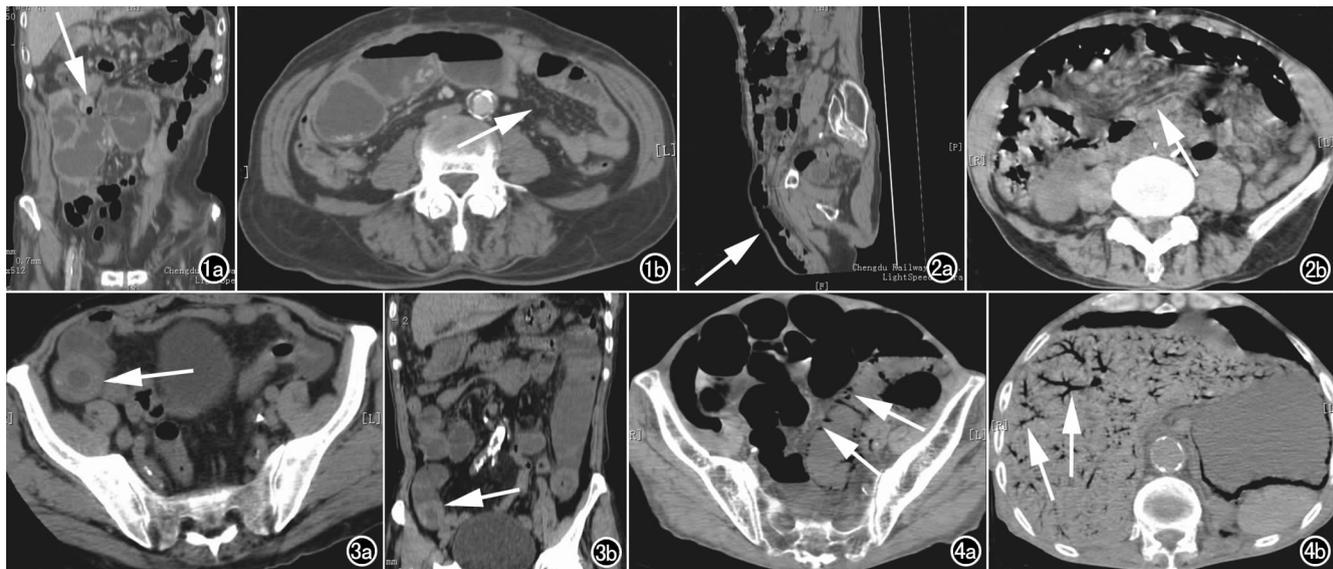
a) 闭袢性肠梗阻, MPR 显示呈 U 形的扩张肠袢; b) CT 显示扩张肠袢与腹壁软组织分界不清。图 2 a) 腹股沟斜疝, MPR 图像见巨大卵圆形混杂密度影, 上与腹腔相通, 向下进入阴囊, 疝囊内为小肠及肠系膜; b) CT 显示肠系膜密度增高, 呈旋涡状改变。图 3 a) 胆石性肠梗阻, CT 显示回盲部环形稍高密度结石影; b) MPR 显示回盲部结石影。图 4 a) 绞窄性肠梗阻, 肠壁积气, CT 表现为肠壁内串珠状、带状的低密度气体影; b) 肝内门静脉积气, CT 表现类似肝内胆管枯枝状的低密度积气影。
